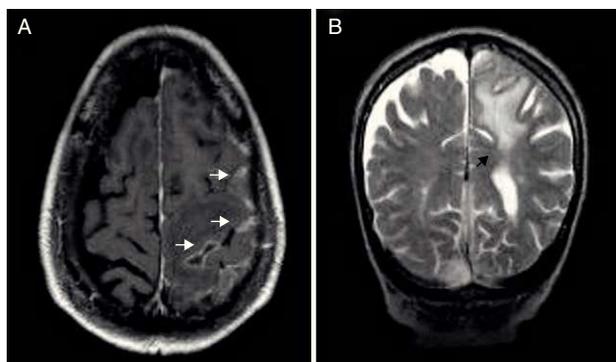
A. Afectación leptomenígea. B. Edema subcortical. RM-secuencia T2 con contraste.
